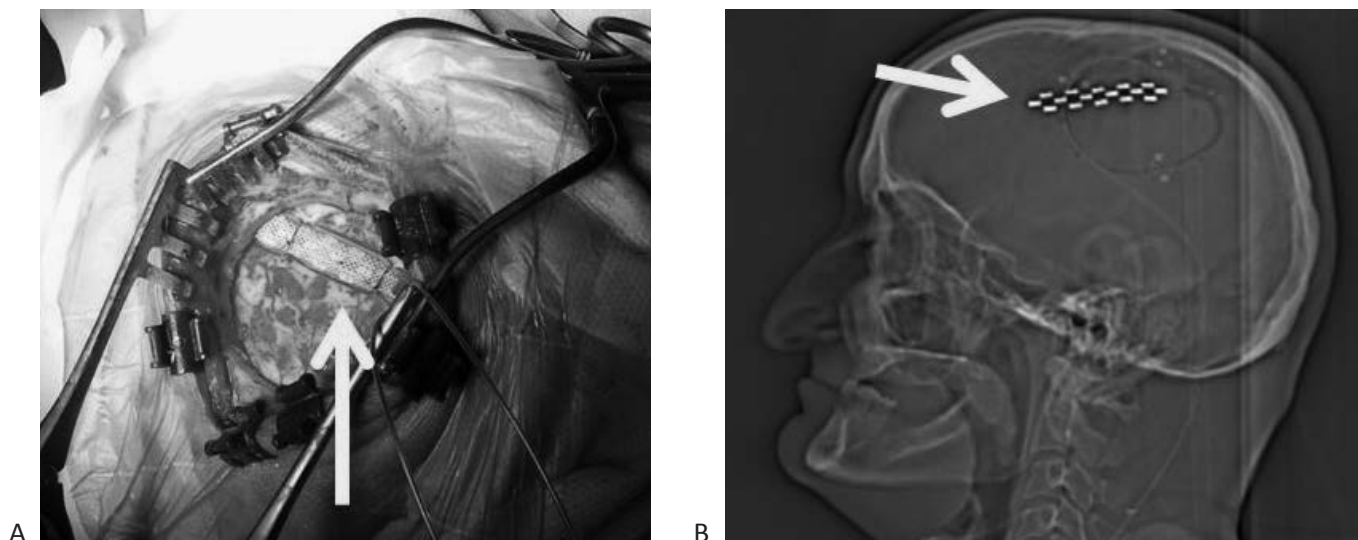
А – интраоперационная фотография. На поверхности твердой мозговой оболочки в проекции моторной области правой половины лица уложен мультиконтактный электрод (стрелка); В – КТ топограмма. Электрод расположен над корой соматосенсорной и моторной областей головного мозга.
